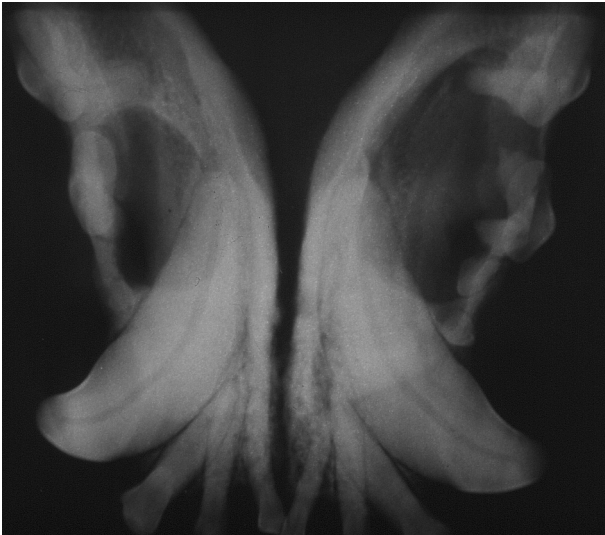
und Abb. 3: Röntgenologischer Befund des Unterkiefers bei der ersten Untersuchung.
